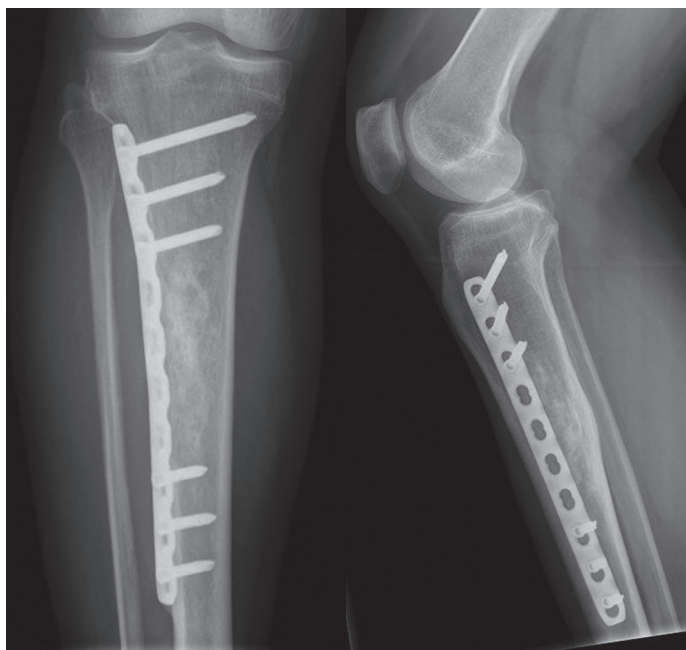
Položaj golenice pri pacientki med magnetno resonančnim slikanjem dojk
